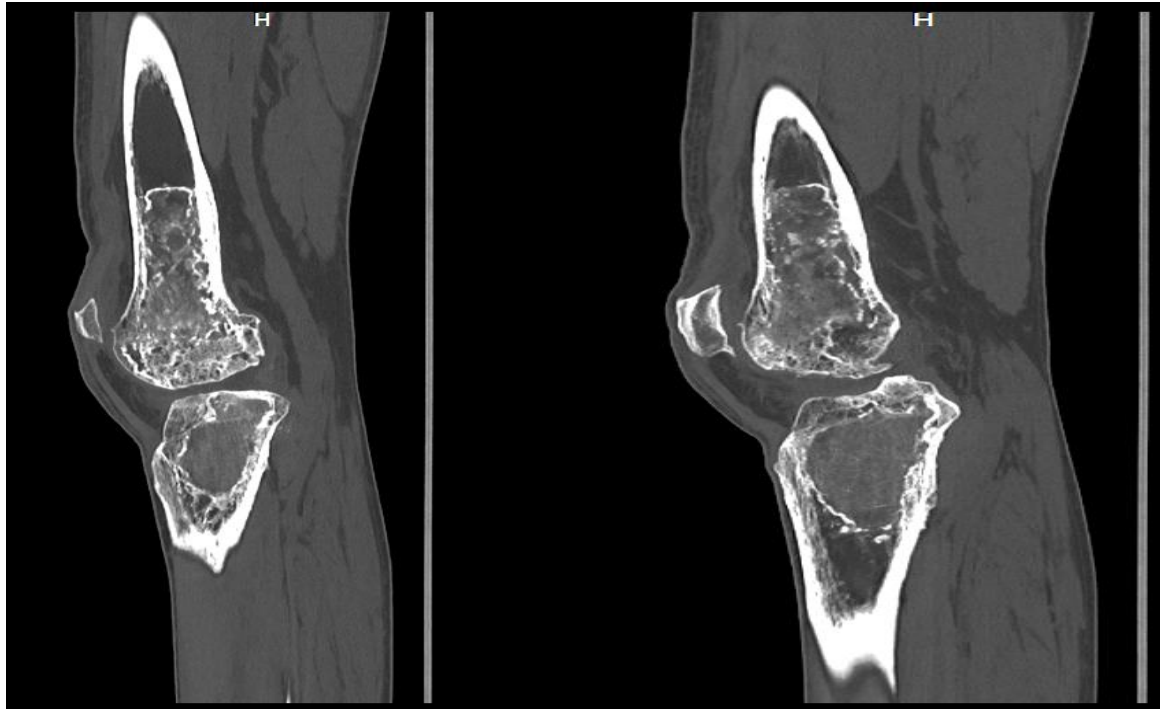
TDM des genoux coupes sagittales montrant des images d'infarctus osseux et d'infiltration des parties molles.
